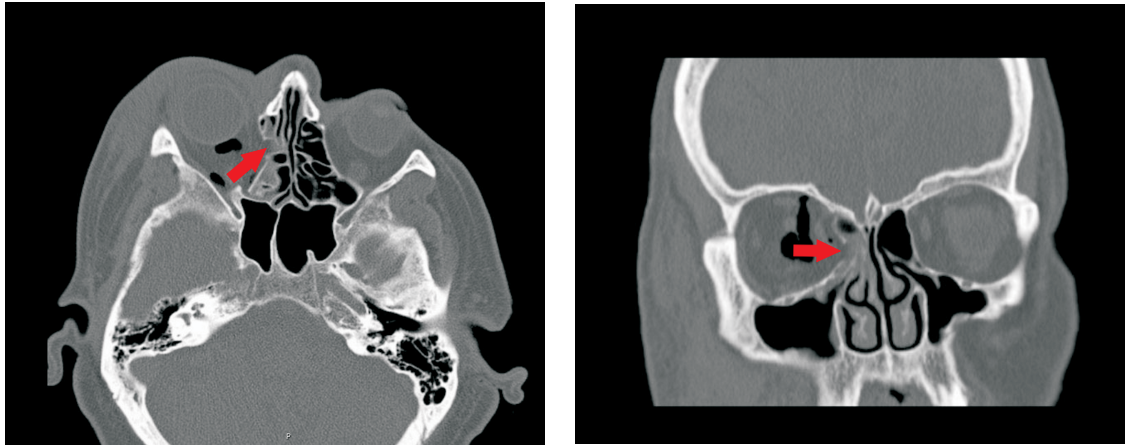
CT-Scan eines Traumas der medialen Orbitawand mit einem identischen Bruchbild wie in der Finiten-Element-Analyse beim Einschlag des Impaktors unter 50° dargestellt.
